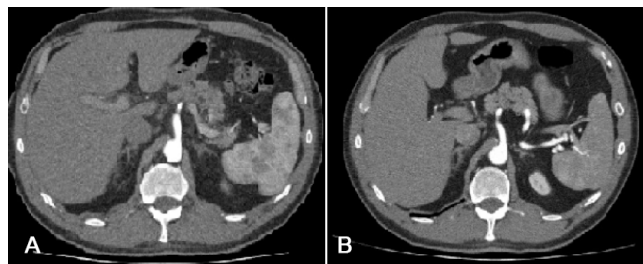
A) TOMOGRAFIA COM ESTENOSE SEGMENTAR; B) ANGIOTOMOGRAFIA COM COMPRESSÃO EXTRÍNSECA
